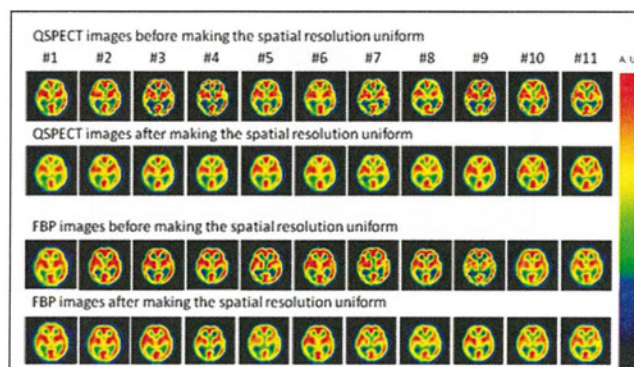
空間分解能統一前後の各施設のSPECT画像。
